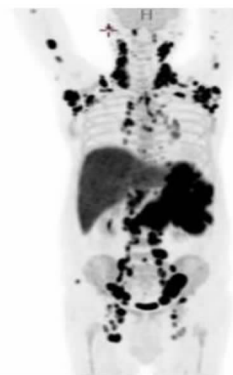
PET/CT 提示淋巴瘤,脾脏、肝脏受侵犯
